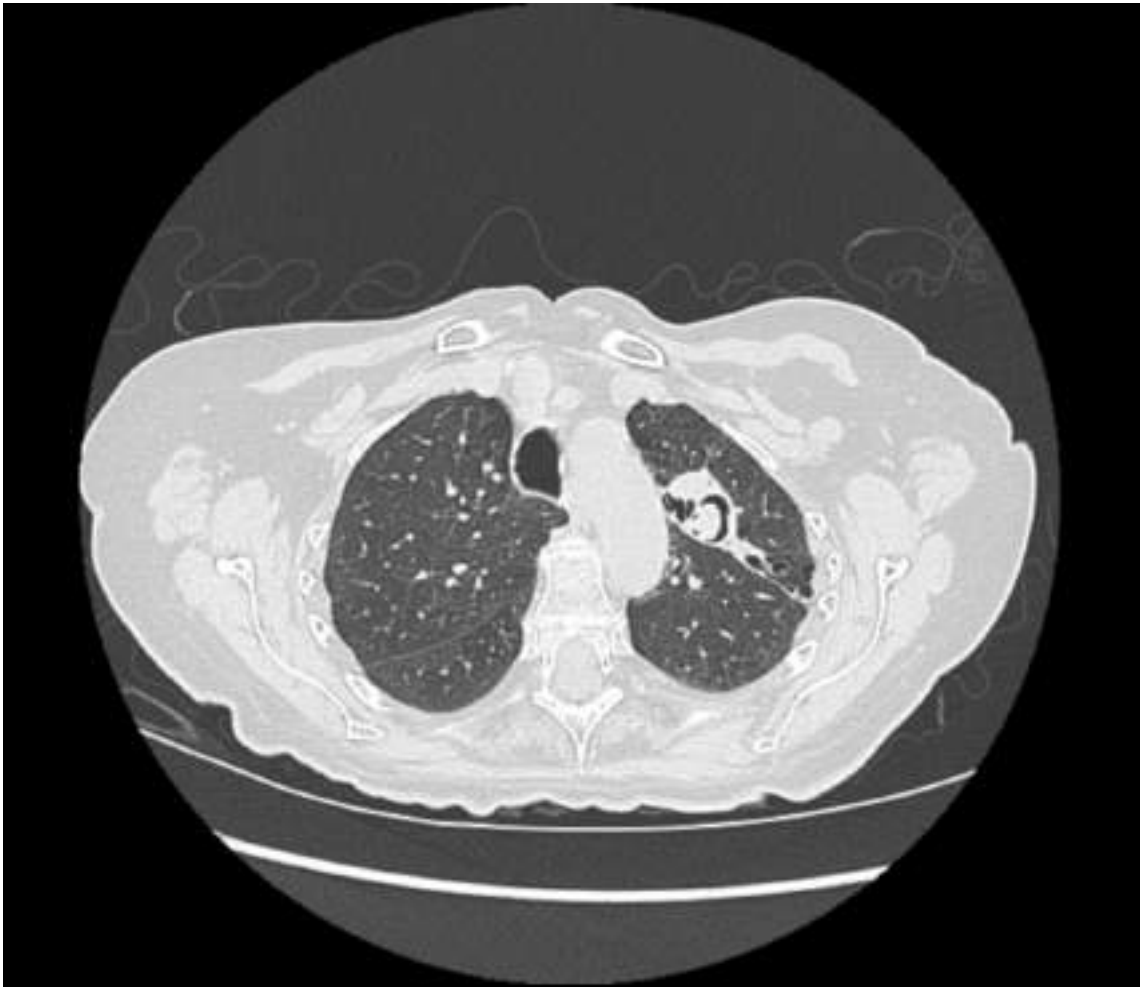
Tomografía computarizada torácica en corte axial que muestra aspergiloma simple con la característica semiluna aérea.
